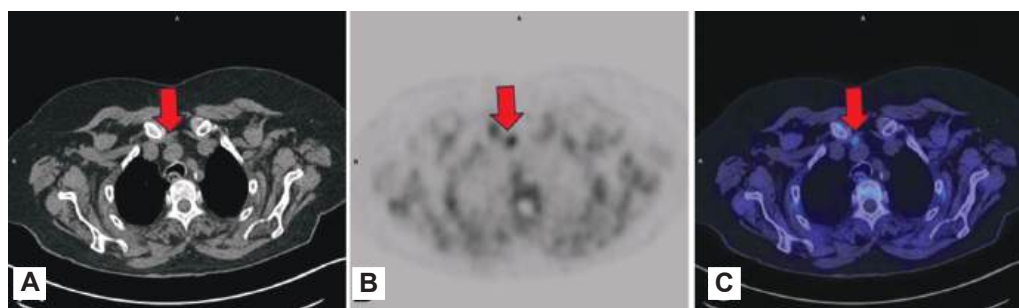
PET-CT con ^{18}F -Colina, vistas axiales. A. Tomografía Computada *Multislice*. B. Medicina Nuclear. C. Fusión de imágenes PET-CT. Lesión sólida de 7 mm de diámetro mayor, con actividad metabólica (SUV máximo 4.2) por delante del tronco arterial braquiocefálico, inmediatamente por detrás del nivel de las articulaciones esterno-claviculares (flechas rojas), confirmada histológicamente como adenoma paratiroideo.
